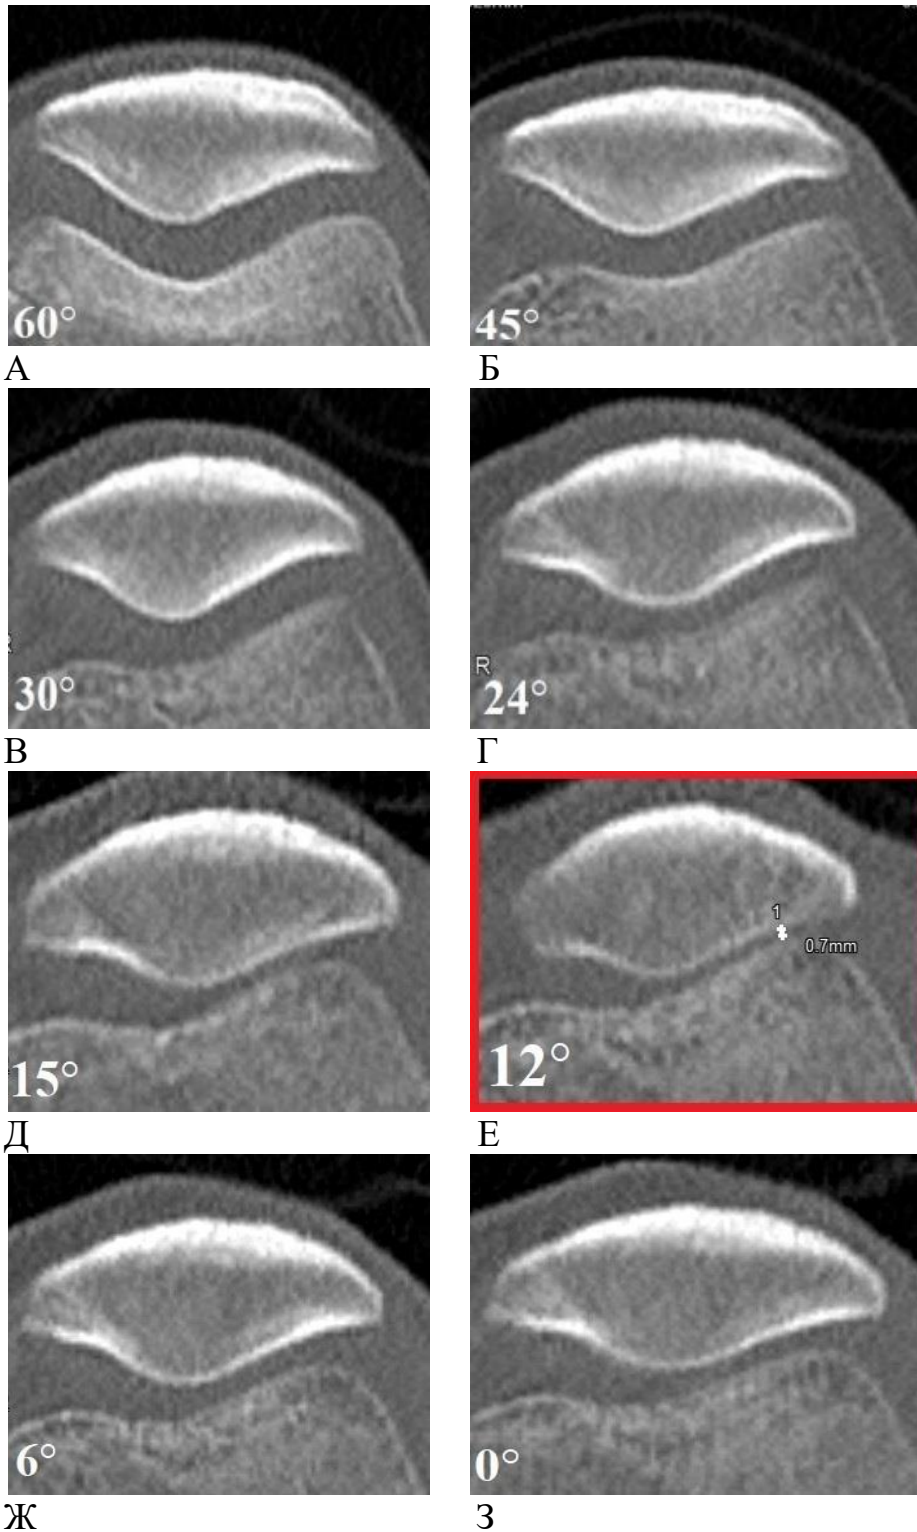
Серия томограмм пателлофemorального сочленения в аксиальной плоскости, полученных при функциональной МСКТ коленного сустава: А – при угле сгибания сустава 60° (исходное положение); Б – при угле сгибания сустава 45° ; В – при угле сгибания сустава 30° ; Г – при угле сгибания сустава 24° ; Д – при угле сгибания сустава 15° ; Е – при угле сгибания сустава 12° (выделена красной рамкой) выявлено наименьшее значение щели пателлофemorального сочленения в латеральном отделе (0,7 мм) – момент непосредственной гиперпрессии латеральной фасетки надколенника; Ж – при угле сгибания сустава 6° ; З – при угле сгибания сустава 0° (пояснение в тексте)
